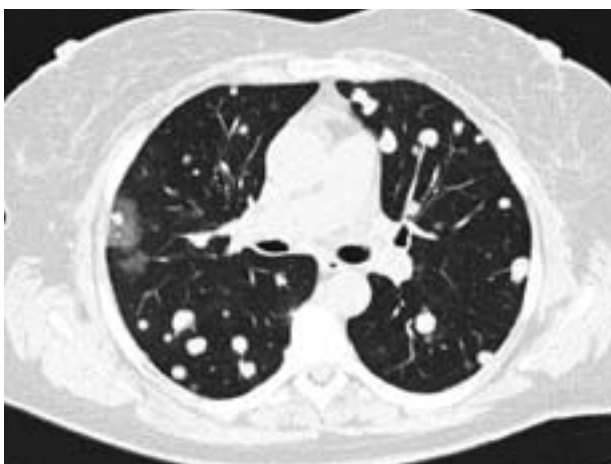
КТ грудной клетки. Гематогенные МЛ рака толстой кишки. Множественные очаги округлой формы в легких, часть их связана с сосудами. В верхней доле справа имеется зона уплотнения по типу “матового стекла”, обусловленная кровоизлиянием в легочную ткань.
